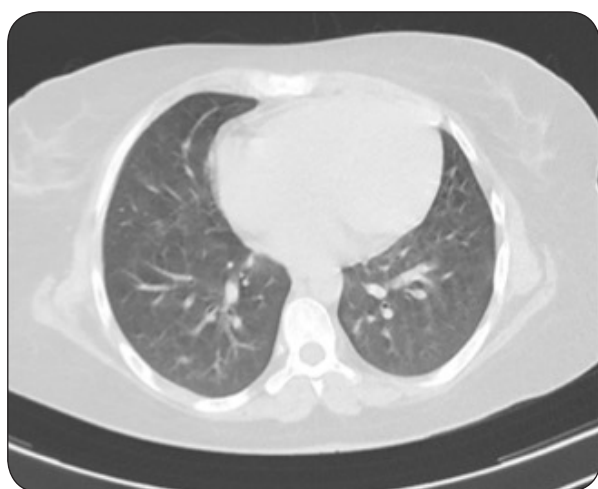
TDM thoracique transversale passant par C6 et réalisée peu avant la sortie de l'hôpital. L'amélioration est spectaculaire par rapport à l'image de la Figure 2.
